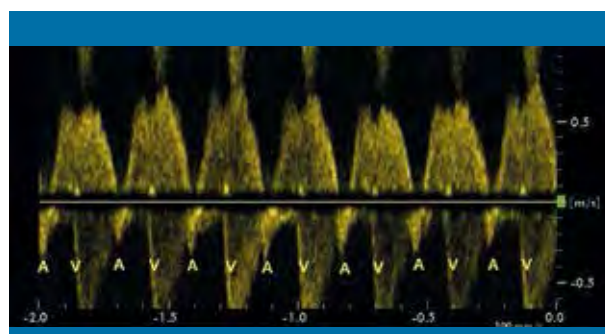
Registro Doppler (simultáneo de la vena cava superior y la aorta) de taquicardia supraventricular, donde se registra el flujo en la aorta ascendente correspondiente a la sístole ventricular (V) y el flujo retrógrado en la vena cava superior (A) debido a la contracción auricular. Relación A:V de 1:1
